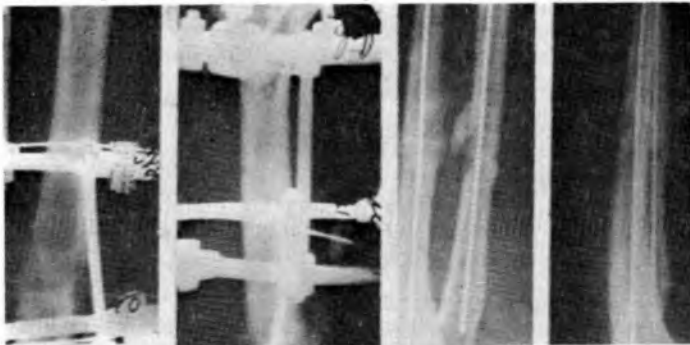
Рентгенограмма больного В. после консолидации отломков
